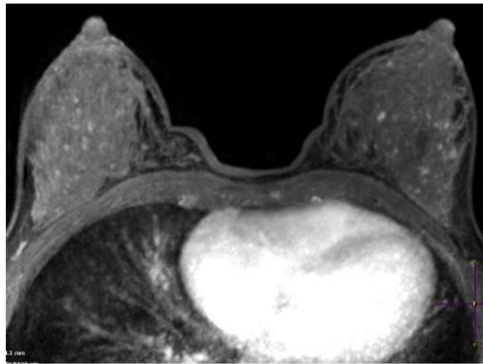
Foco de captación múltiples en ambas mamas en RM, sin correspondencia con hallazgos en el estudio sin contraste.
